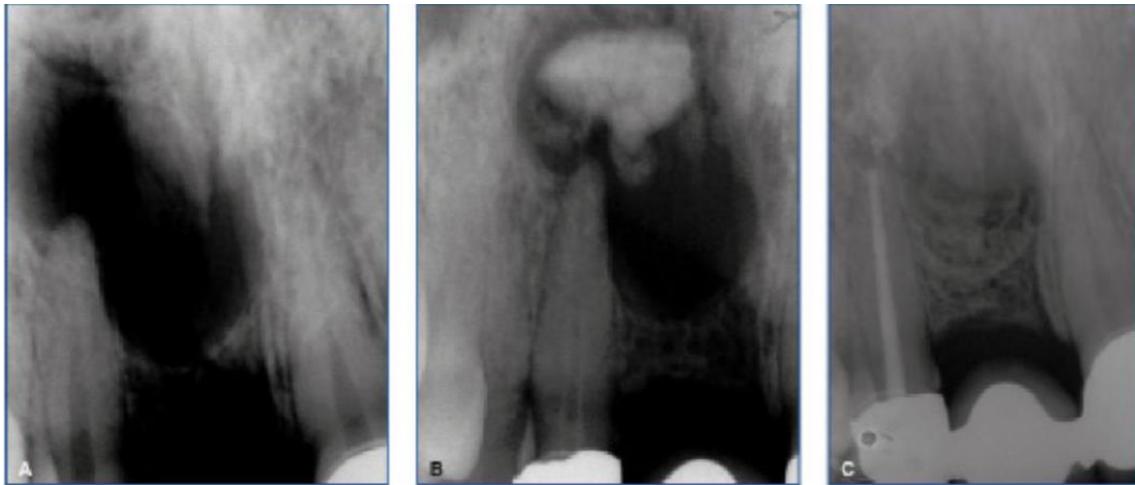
A) Diente 1.2 con lesión periapical de gran tamaño. B) Tras la preparación del conducto, se realizó una sobreobturación, hasta el centro de la lesión, con hidróxido calcio obturando el conducto al cabo de una semana. C) Se observa la reparación apical en un control a los 25 años.
